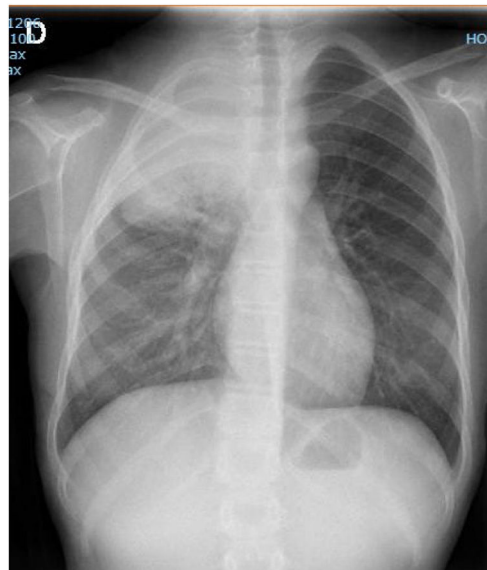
Radiografía de tórax. Aumento de densidad homogéneo afectando a segmentos apicales y posteriores de lóbulo superior derecho con broncograma aéreo central.
